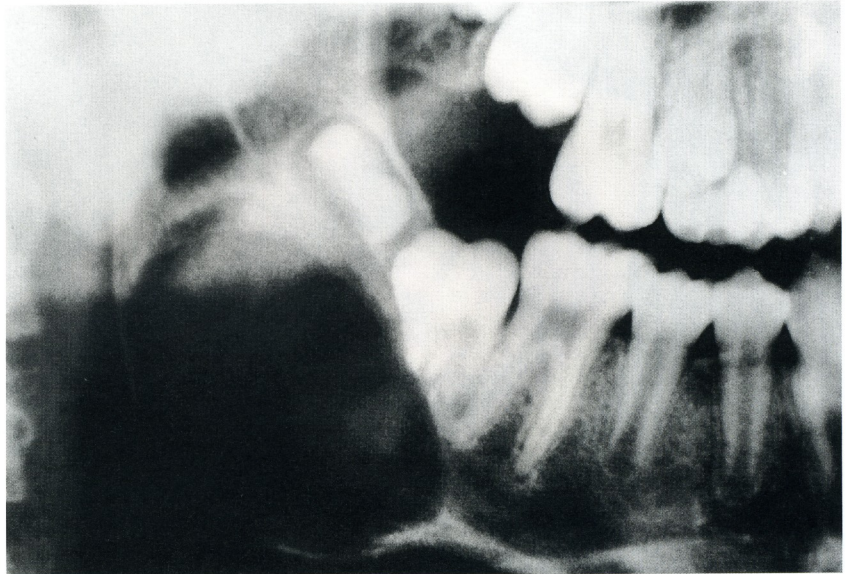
En la radiografía se observa la lesión osteolítica
